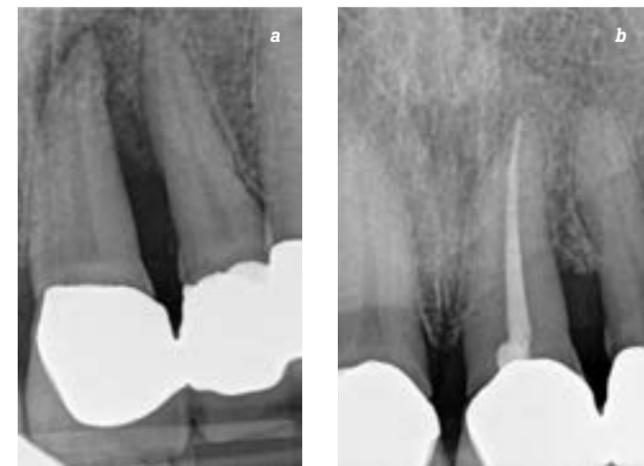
Beispiel für den Erfolg parodontalchirurgischer Regeneration eines parodontal stark kompromittierten Zahns 21; (a) röntgenologische Ausgangssituation zeigt eine Endo-Paro-Läsion mit vertikalem Knochenabbau bis zum Apex; (b) Situation acht Jahre nach der endodontischen und parodontalchirurgisch-regenerativen Therapie, deutlich erkennbare Auffüllung des ossären Defekts.
